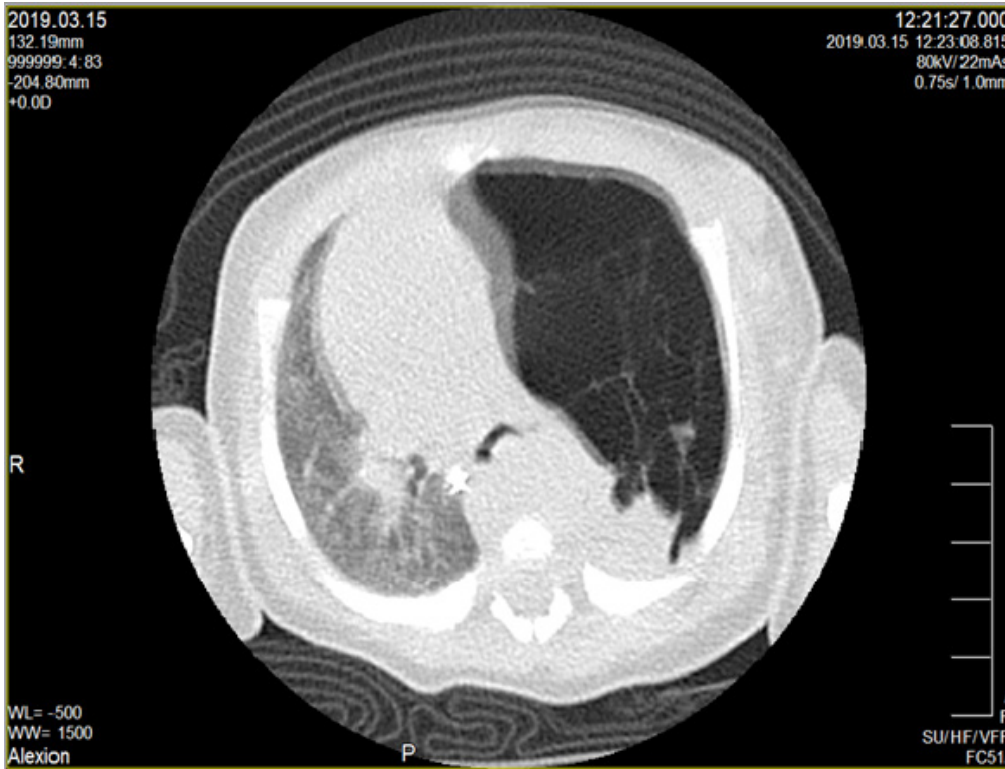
Corte Axial del Resonancia magnética. Se observa lección quística en pulmón izquierdo, que abarca el lóbulo medio.
